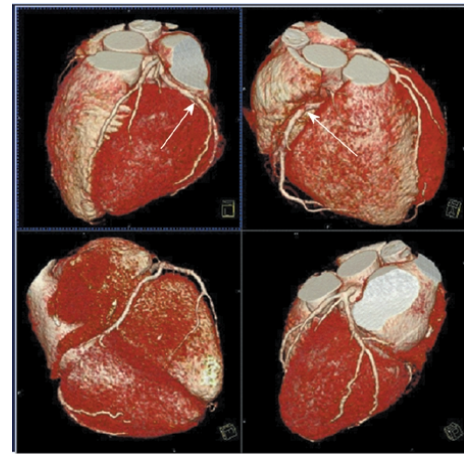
Immagine ottenuta mediante tomografia computerizzata multidetettore 64 strati in un paziente con multiple stenosi coronariche (freccie).
